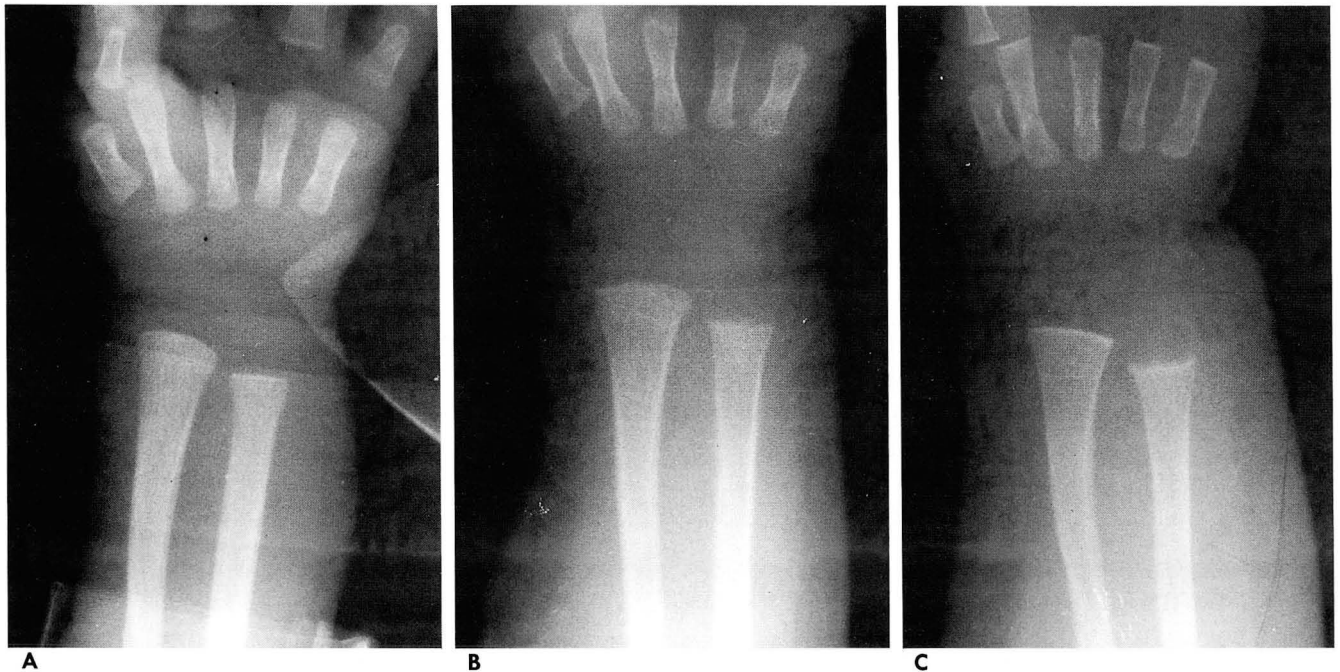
Distal wrist X-ray changes in pre-term infants; (A) Grade 0: Normal density of bony cortex along shaft with normal dense white line at metaphyses and normal band of lucency in submetaphyseal region, (B) grade 1: Loss of dense white line at metaphyses, increased submetaphyseal lucency, and thinning of cortex, (C) grade 2: Changes of grade 1 plus irregularity and fraying of metaphyses, with splaying and cupping — that is changes of rickets.
